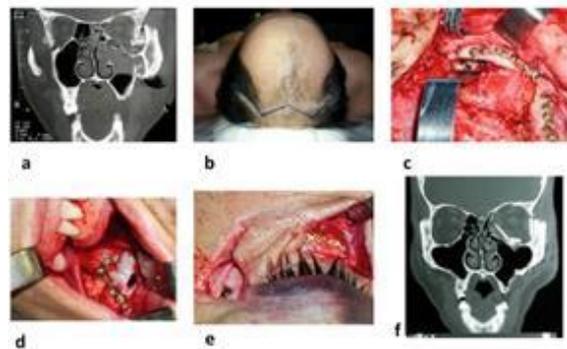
a. Fractura malar de alta energía. b. Acceso coronal. c. Estabilización del marco facial externo. d. Estabilización por intraoral. e. Osteosíntesis del reborde orbitario. f. TC posoperatoria.
